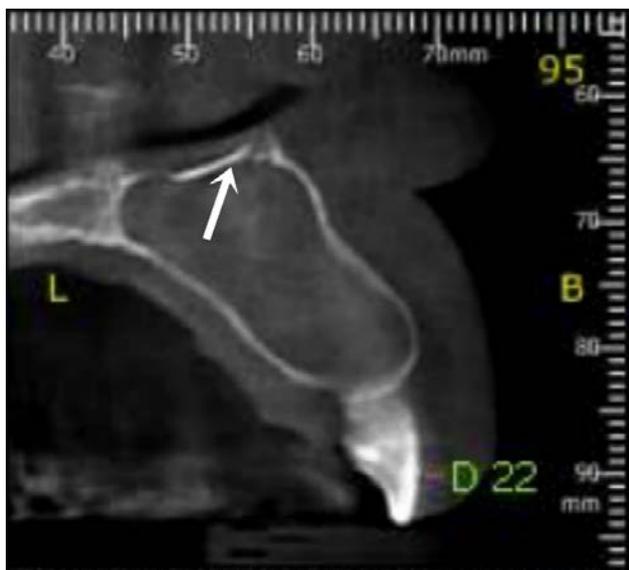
Tomografia computadorizada de feixe cônico da maxila (corte parassagital) - Proximidade da lesão com a cavidade nasal (seta).
